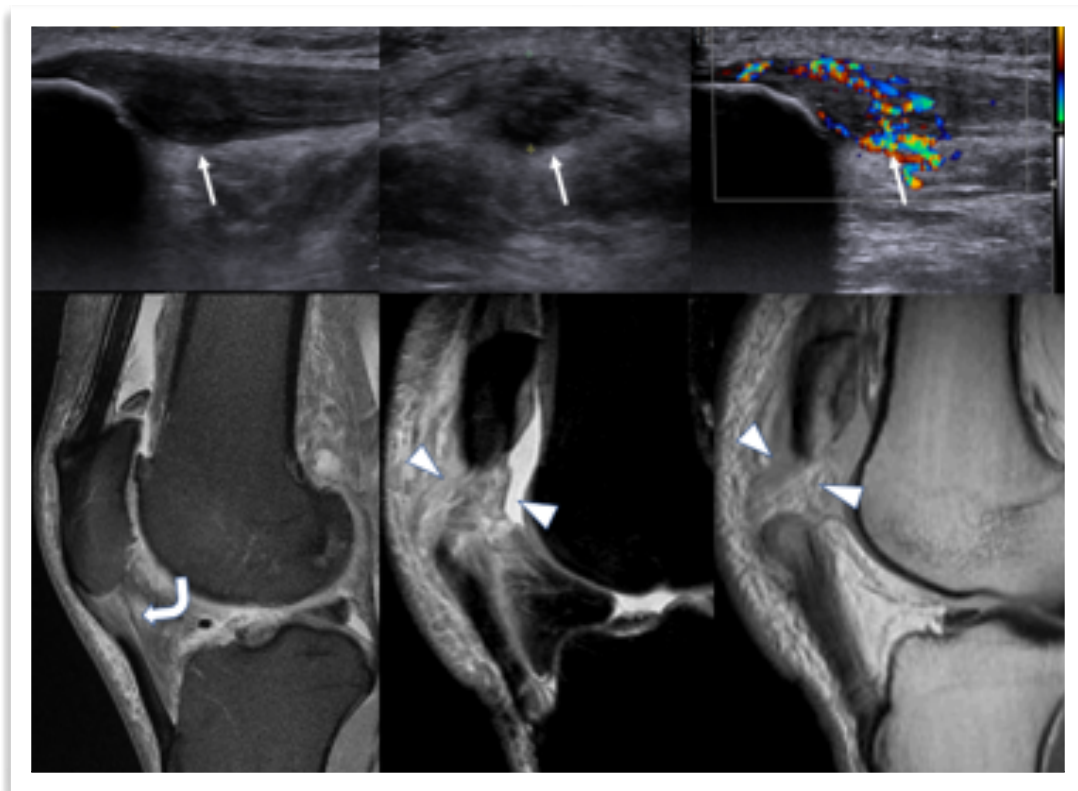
Tendinopatía patelar en Ultrasonido. Tendón engrosado hipoecogénico con pérdida del patrón fibrilar y aumento de vascularización al estudio con doppler (flechas rectas). En RM: tendinopatía patelar (flecha curva) y rotura desinserción del tendón patelar proximal con hematoma interpuesto (cabezas de flecha).
